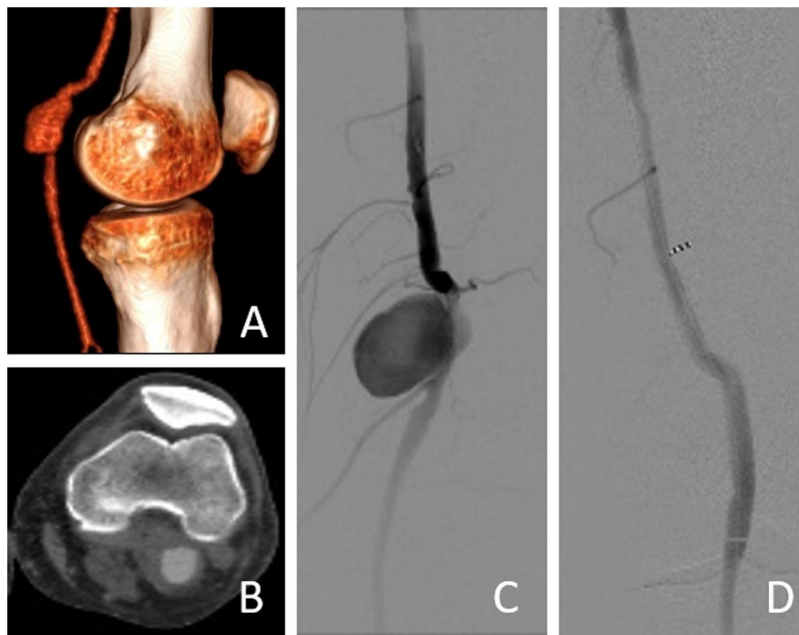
Caso 2. A: reconstrucción 3D aneurisma poplíteo sacular. B: corte transversal de angio-TC. C: arteriografía intraoperatoria. D: arteriografía tras implante de injerto, donde se muestra exclusión del aneurisma poplíteo y permeabilidad distal.
